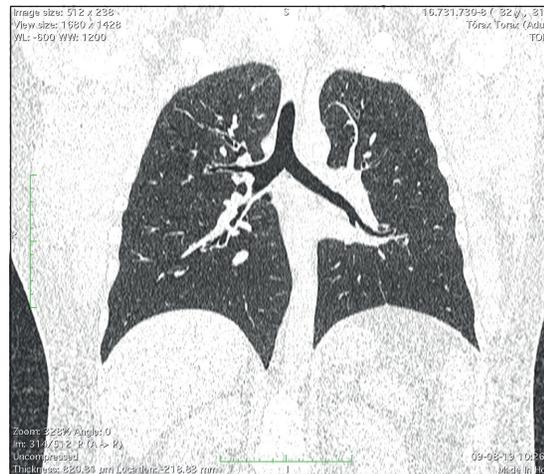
Corte axial TAC de tórax, retorno de mediastino a su ubicación inicial, sin evidencia de remanentes quísticos.
